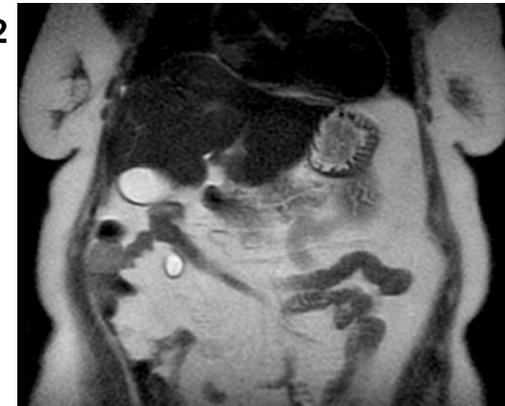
Resonancia Nuclear Magnética abdominal: A) vista axial (A1) y coronal (A2) al diagnóstico: Aumento del tamaño hepático, con parénquima finamente heterogéneo y sin lesiones focales. B) vista axial (B1) y coronal (B1) tras tratamiento: tamaño hepático dentro de la normalidad con parénquima homogéneo.
